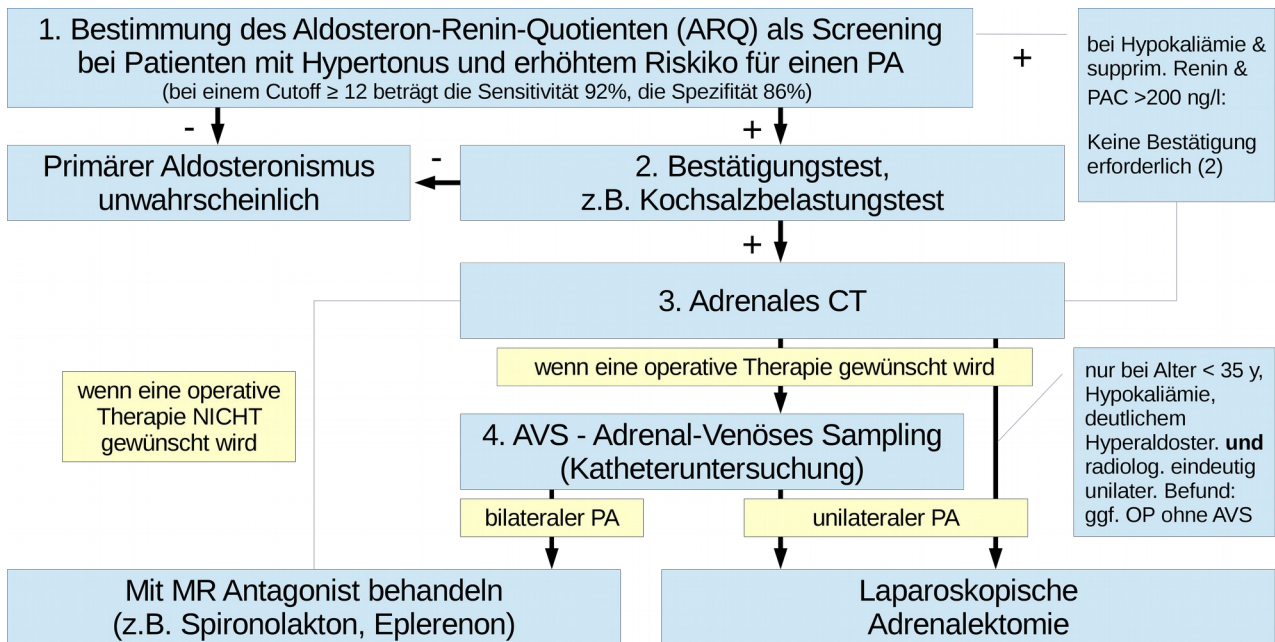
Algorithmus zur Abklärung eines primären Hyperaldosteronismus (PA) in Anlehnung an Literatur (2). Abkürzungen: AVS: Adrenal-Venöses Sampling (Katheteruntersuchung zur Unterscheidung zwischen uni- und bilateraler Erkrankung), CT: Computertomogramm, PAC: Plasma-Aldosteron-Konzentration, MRA: Mineralocorticoid-Rezeptor-Antagonist.
